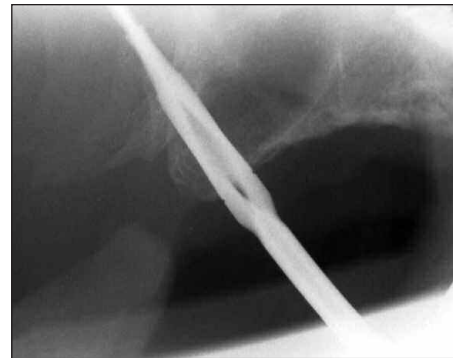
Contrôle radiographique ; le foret semble avoir perforé la tubérosité de part en part.
